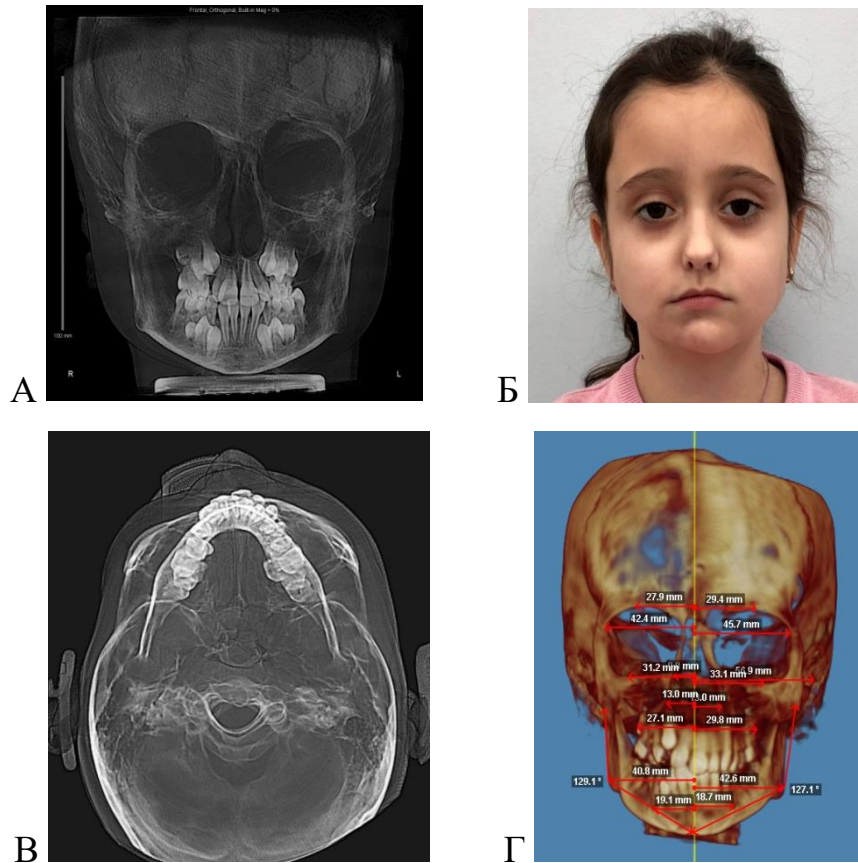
Ребенок 9 лет. Ювенильная ограниченная склеродермия, линейная форма: А – фронтальная проекция черепа, без клинически выраженных асимметрий костных структур; Б – фронтальная фотография лица, с выраженной симметрией правой стороны в области подбородка, уголка губ, крыла носа; В – подбородочно-теменная проекция: сильно выражена атрофия мягких тканей в области скуловой и верхнечелюстной кости справа; Г – фронтальный вид 3Д реконструкции КТ: с правой стороны выраженная атрофия в области верхней челюсти, асимметрия в области угла нижней челюсти
